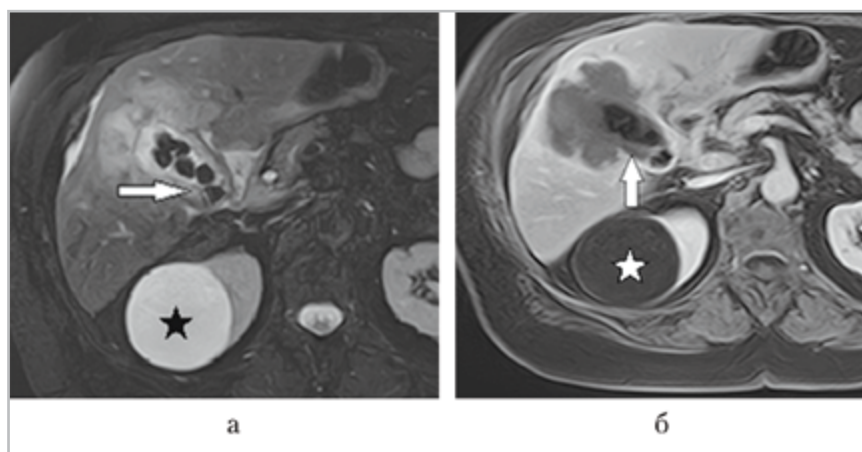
МР-томограммы брюшной полости, T2-ВИ с подавлением сигнала от жира в аксиальной плоскости (а) и T1-ВИ — после контрастирования (б): а — стенки желчного пузыря неравномерно утолщены, контур нечеткий (стрелка), в его просвете множественные конкременты, прилежащая паренхима печени инфильтрирована (повышенный МР-сигнал); б — в процессе динамического контрастного усиления отмечается накопление контрастного вещества стенкой — высокодифференцированная саркома желчного пузыря. В верхнем полюсе правой почки округлое образование повышенного сигнала на T2-ВИ, пониженного — на T1-ВИ, не накапливающее контрастный препарат, — киста почки (обозначено звездочкой)
